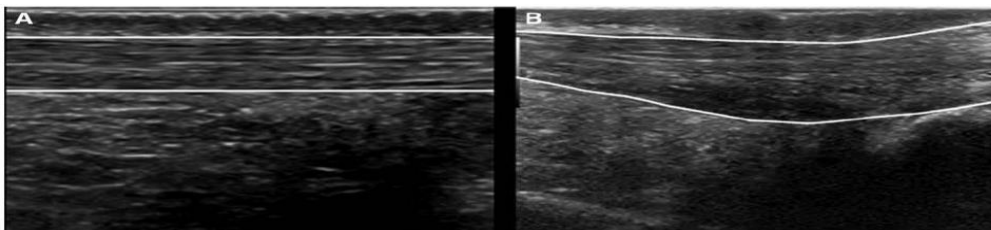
Exemplo de imagens de ultra-sonografia de um indivíduo assintomático (A) e um indivíduo com tendinopatia de Aquiles sintomáticos (B). (SALLY CHILD; ADAM L. BRYANT; ROSS A. CLARCK , 2010).
